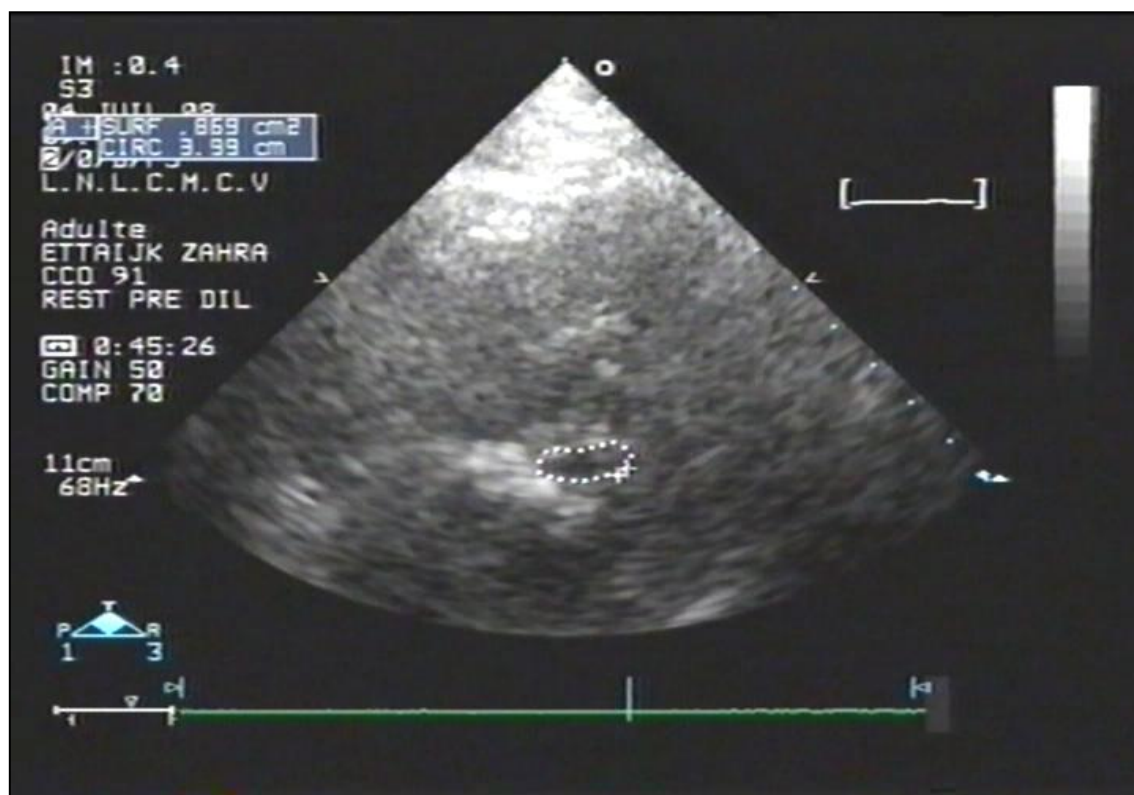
Resténose mitrale calcifiée post-CCO : c'est une échographie 2D en coupe transverse avec planimétrie de l'orifice mitral avec une SM = 0,8 cm² chez la même patiente.
